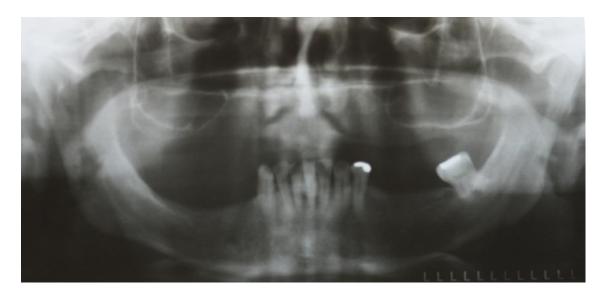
Radiografia panorâmica evidenciando extensa pnematização dos seios maxilares bilaterais.
